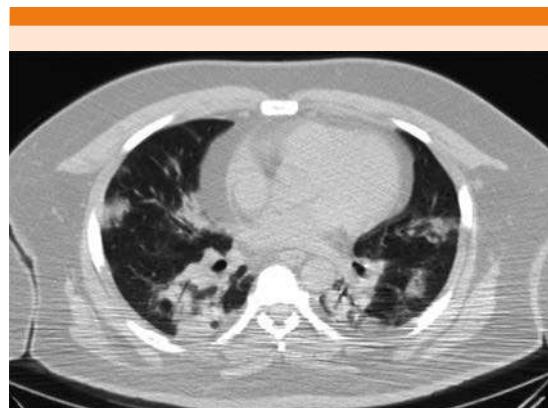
Tomografía axial computada de tórax que evidencia zonas de consolidación de localización dispersa y bilateral con predominio subpleural, la mayor parte asociadas con broncograma aéreo y otras en vidrio despulido.
